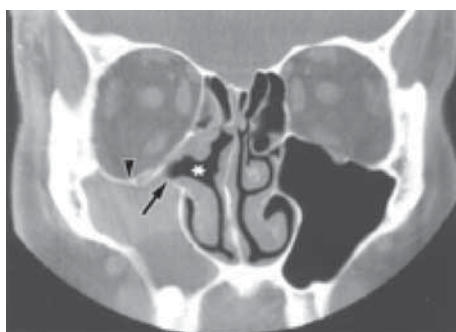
Компьютерная томограмма больного 44 лет, страдающего синдромом немого синуса. Стрелка – крючковидный отросток; звездочка – расширенный средний носовой ход; размерная стрелка – нижняя орбитальная стенка.
